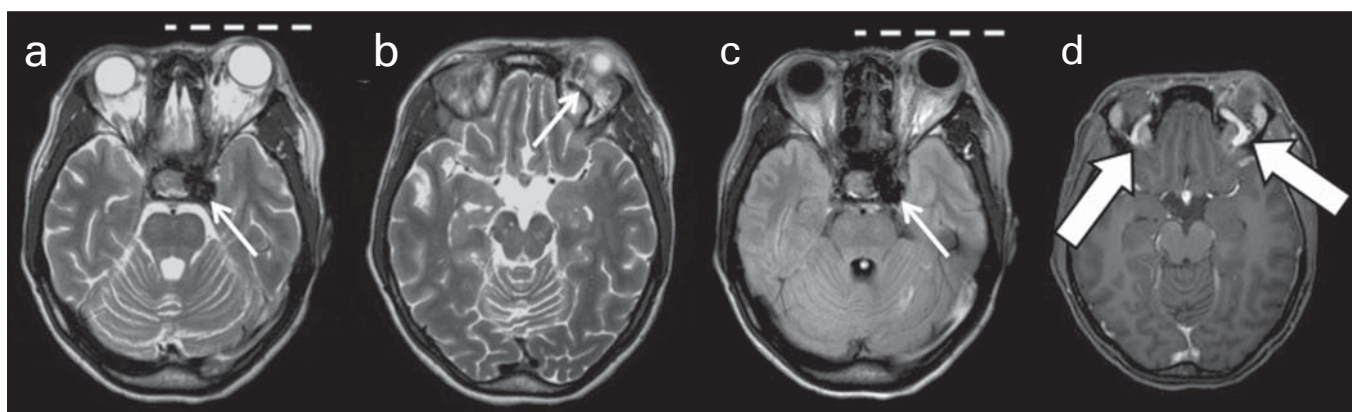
Ressonância magnética de encéfalo. a,b: Axial, sequências ponderadas em T2. c: Axial, sequência FLAIR. d: Axial, sequência ponderada em T1, pós-contraste. Paciente do sexo feminino, 24 anos, com diagnóstico de FCC espontânea. Flow void indicando alto fluxo no SC cavernoso e na VOS esquerda, que se apresenta ectasiada (setas finas). Observar, ainda, aumento de volume do seio. Proptose à esquerda (linha tracejada). Contrastação precoce e ectasia de ambas as VOSs, predominante à esquerda (setas grossas).
